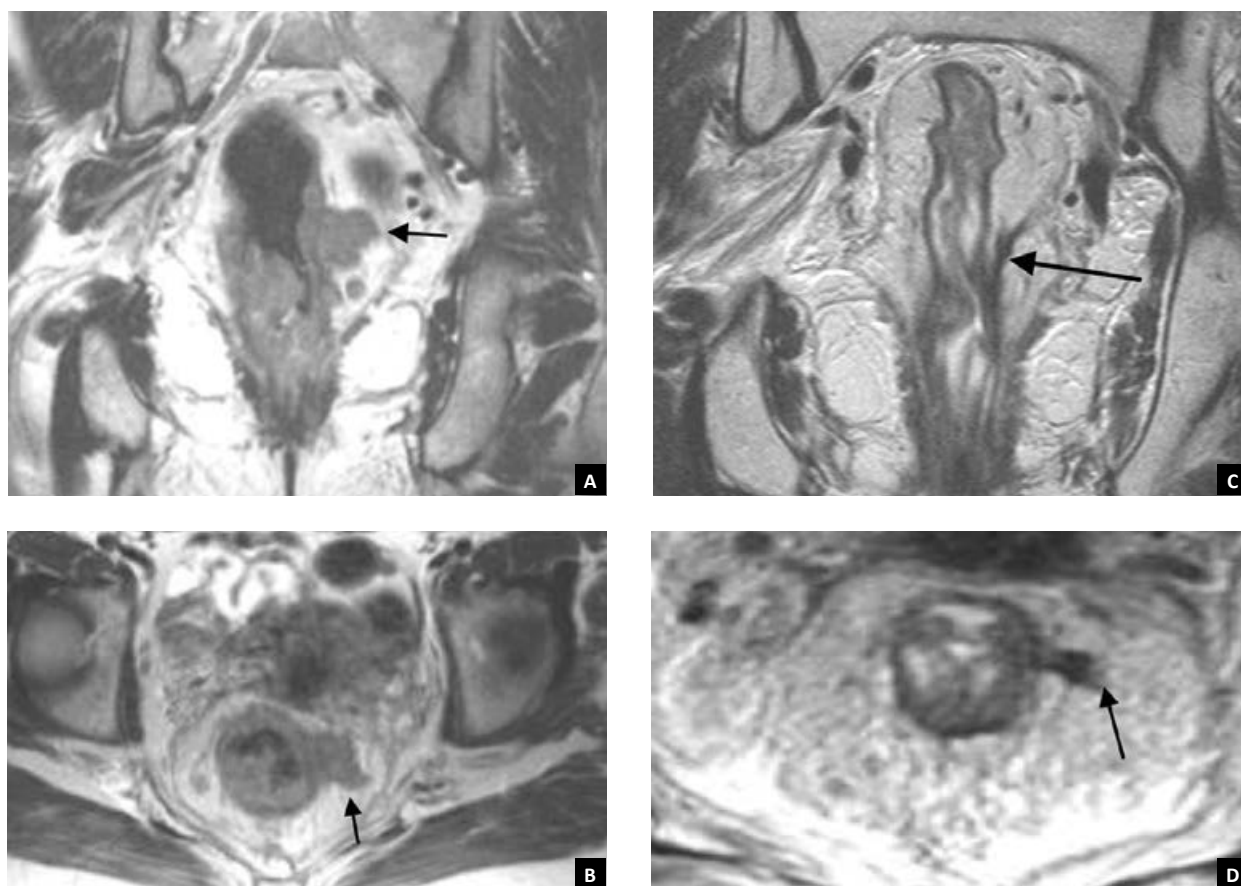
Данные МРТ через 9 недель после неoadъювантной химиолучевой терапии у больного раком нижнеампулярного отдела прямой кишки с подтвержденным полным ответом, T2-ВИ в коронарной и аксиальной плоскостях: а) и б) до лечения; с) и д) после лечения. Стрелкой отмечен экстрамуральный компонент опухоли.
